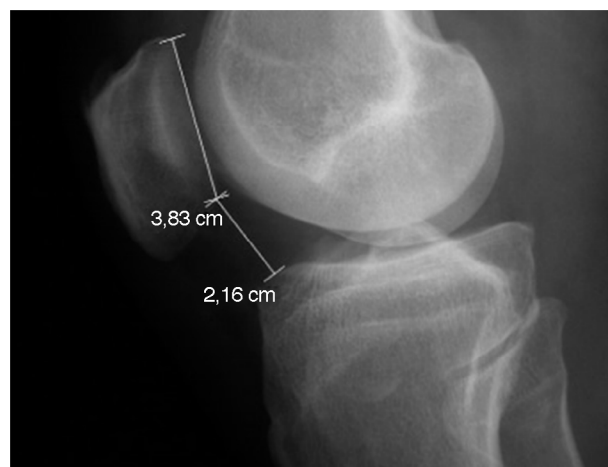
Radiografia em perfil de joelho. Cálculo do Caton-Deschamps.
